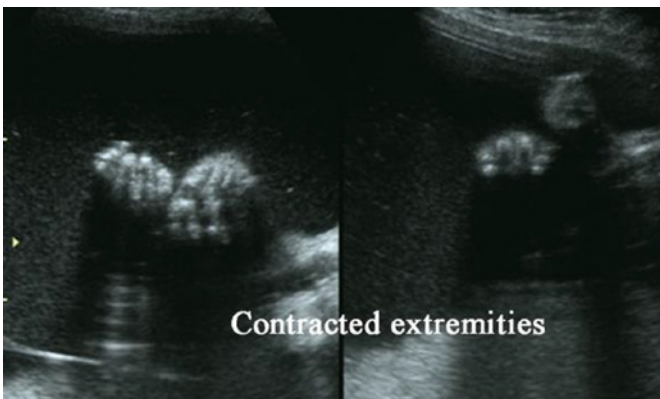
Ultrassonografia mostrando contrações fixas em flexão dos membros superiores¹³
